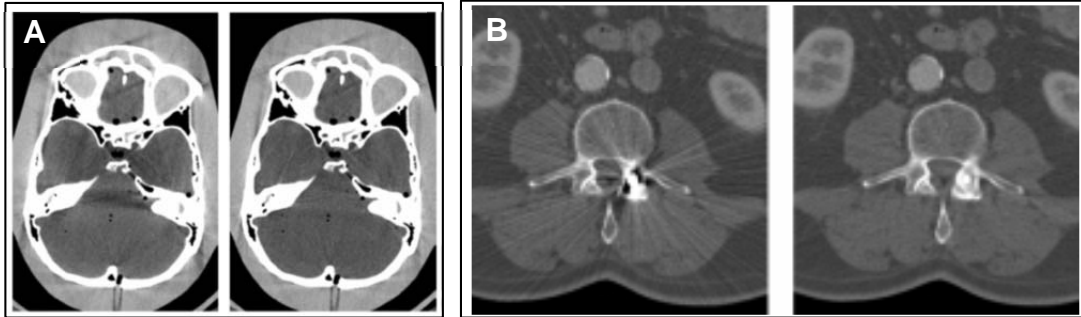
A) Het CT beeld links laat de posterior fossa zien waarbij in de reconstructie alleen de kalibratiefactor is meegenomen. Het typische beeld toont de donkere banden die ontstaan tussen gedeeltes met hoge dichtheden. Het beeld rechts laat de verbetering zien wanneer een iteratieve beam-hardening correctie is toegepast. B) Streak artefacten door metalen implantaten.
